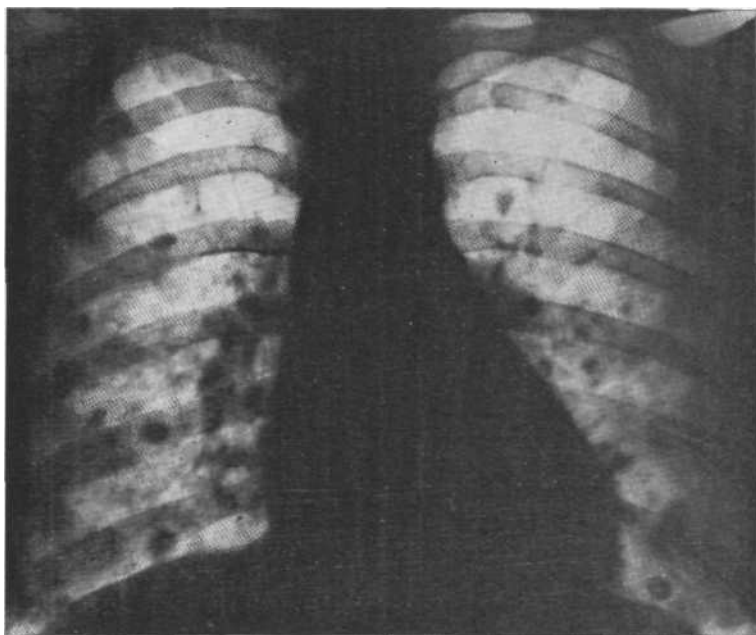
Обзорная рентгенограмма. Характерные «монетовидные» тени, располагающиеся преимущественно в нижних и средних зонах обоих легких. Метастазы гипернефroidного рака. Вскрытие.
